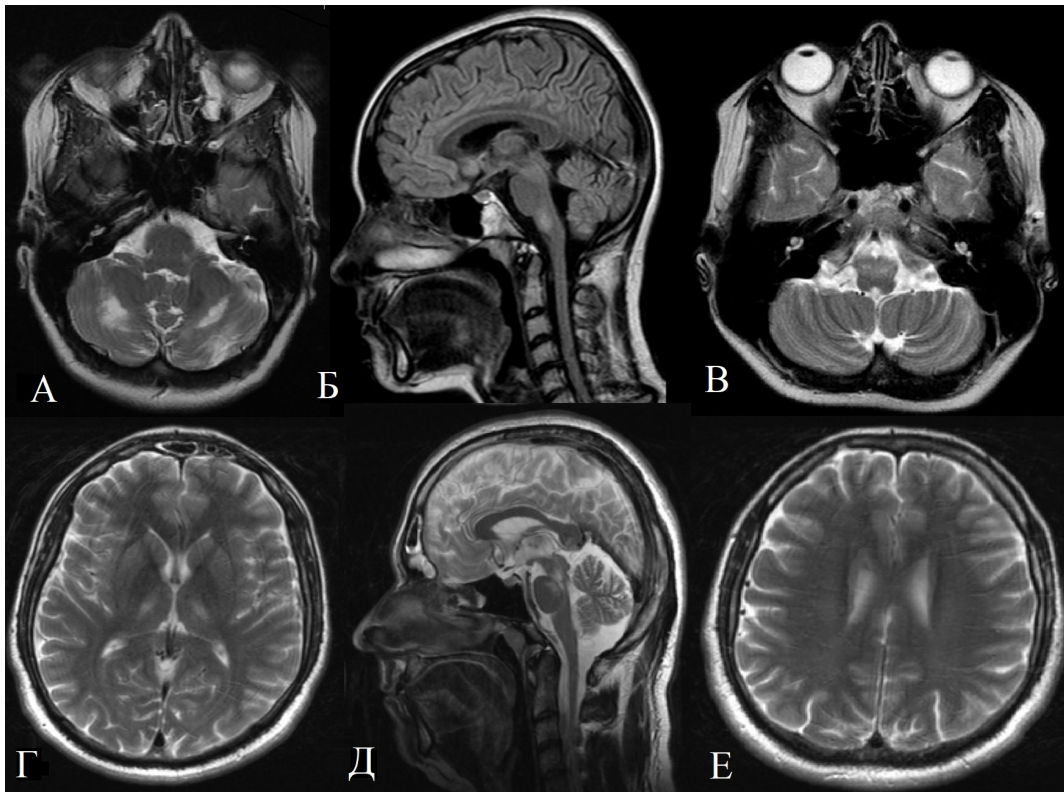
МРТ головного мозга пациентов с синдромом SANDO. А (аксиальный срез, T2-ВИ) – симметричные зоны повышенного МР-сигнала от белого вещества обоих полушарий мозжечка; Б (сагиттальный срез, T2-FLAIR) и В (аксиальный срез, T2-ВИ) – гиперинтенсивный МР-сигнал от передних отделов продолговатого мозга (нижние оливы); Г (аксиальный срез, T2-ВИ) – симметричное повышение МР-сигнала от таламусов; Д (сагиттальный срез, T2-ВИ) – очаг повышенного МР-сигнала в покрышке моста и дорсальных отделах среднего мозга; Е (аксиальный срез, T2-ВИ) – диффузное симметричное повышение МР-сигнала от семиовальных центров
